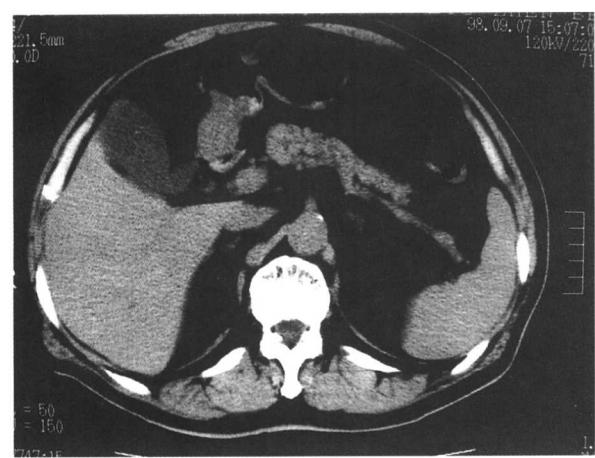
CT平扫，密度分辨率较高，腹内脏器清晰显示
